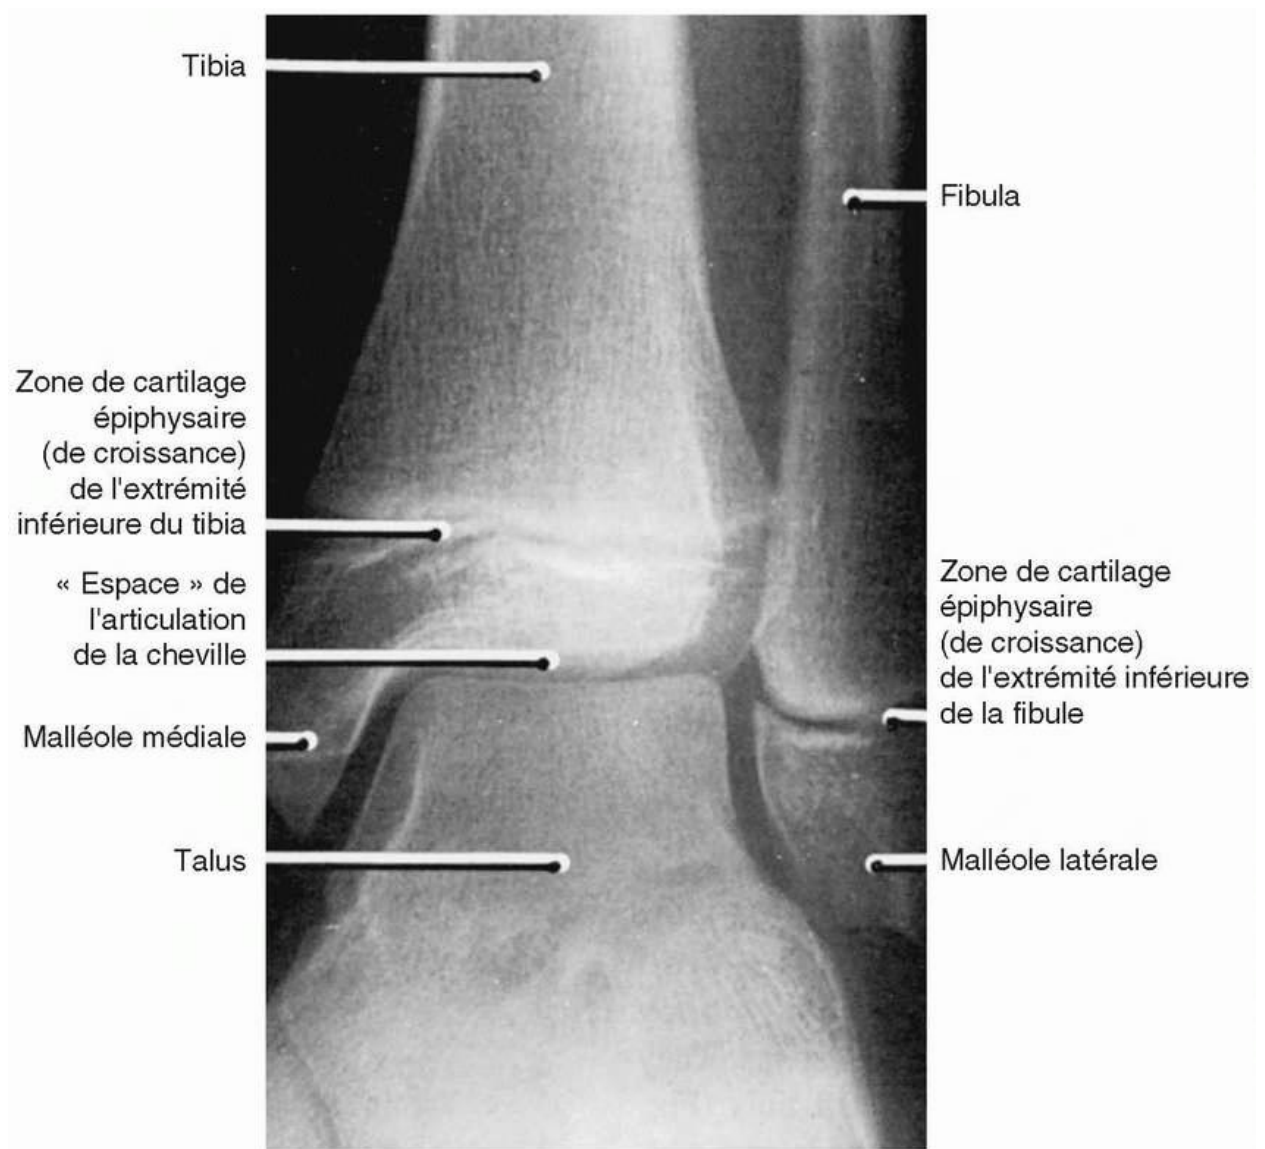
Radiographie antéro-postérieure (AP) de l'articulation de la cheville gauche d'un garçon de 14 ans. Notez combien le corps du talus s'adapte dans la mortaise formée par les malléoles médiale et latérale. Comme il s'agit d'une radiographie d'un jeune garçon, les cartilages de croissance épiphysaires sont encore apparents sur la radiographie. Reproduit avec l'autorisation de Weir et Abrahams. *Imaging Atlas of Human Anatomy*. Londres : Mosby International ; 1992.
